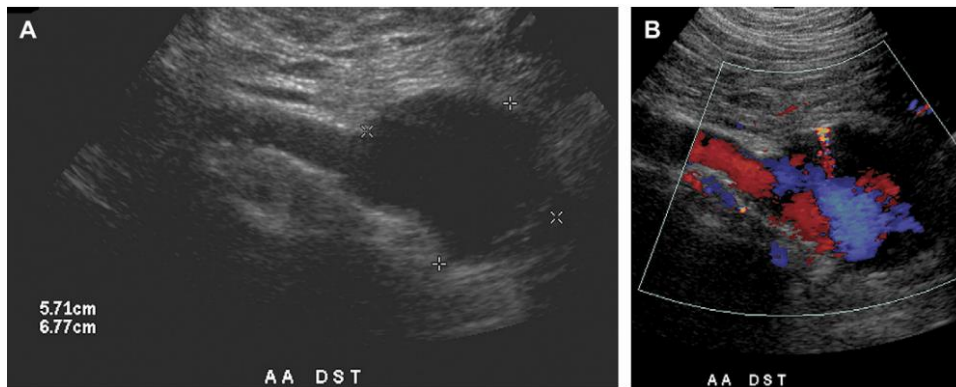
Signe du pseudo yin-yang. (A) coupe longitudinale en Mode B d'un AAA fusiforme. (B) Doppler couleur révèle un pseudo yin-yang (bleu et rouge) du flux sanguin à l'intérieur de l'anévrisme. [115].
